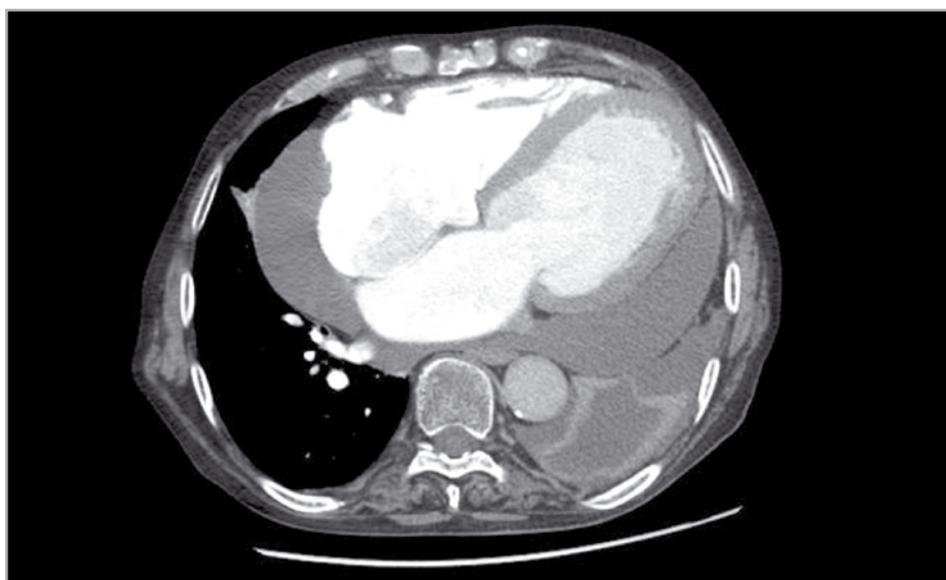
TAC torace (aprile 2012): cardiomegalia, abbondante versamento pericardico, discreto versamento pleurico a sinistra con atelettasia parziale del lobo inferiore, alterazioni parenchimali bilaterali con aspetto a vetro smerigliato, qualche linfonodo mediastinico con diametro < 1 cm
